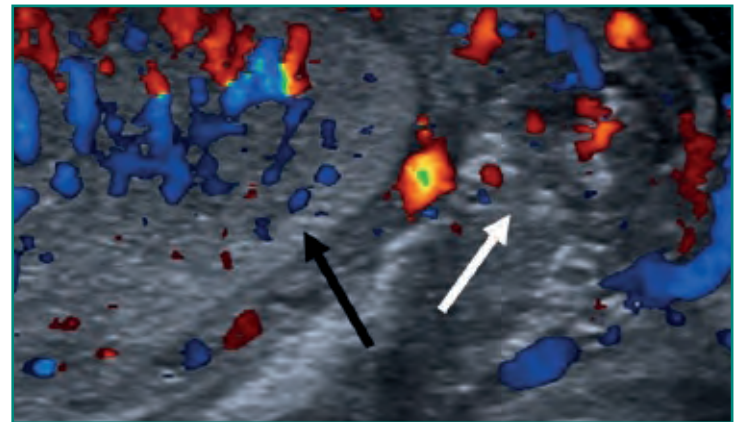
Ecografía testicular donde se aprecia un marcado aumento de tamaño del epidídimo (*flecha blanca*) con un incremento difuso de la vascularización en el *doppler* color en el teste (*flecha negra*) y epidídimo compatible con una orquiepididimitis.
